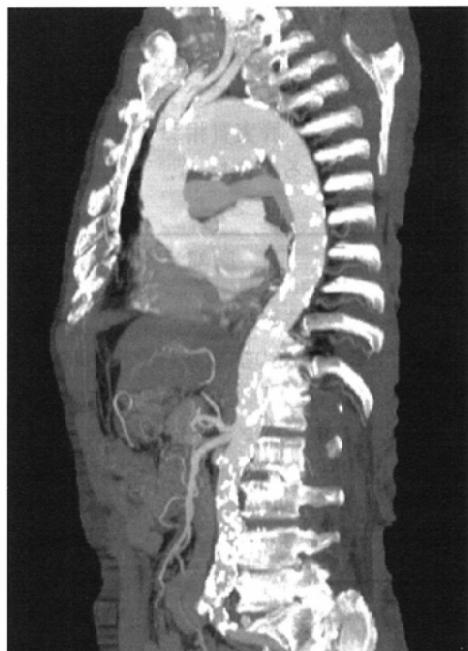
胸部大動脈瘤患者のCT angiography (MIP法)
